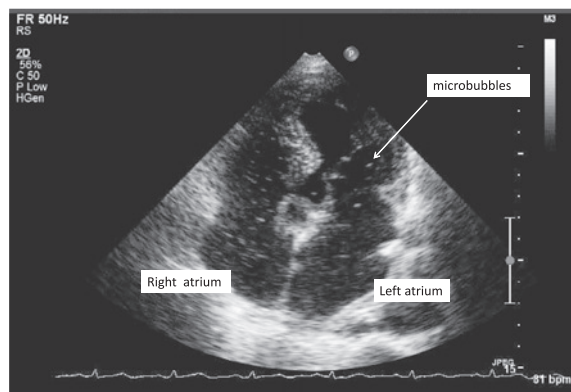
Contrast-enhanced echocardiography shows microbubbles in the left atrium and ventricle after the 4th heart beat.
